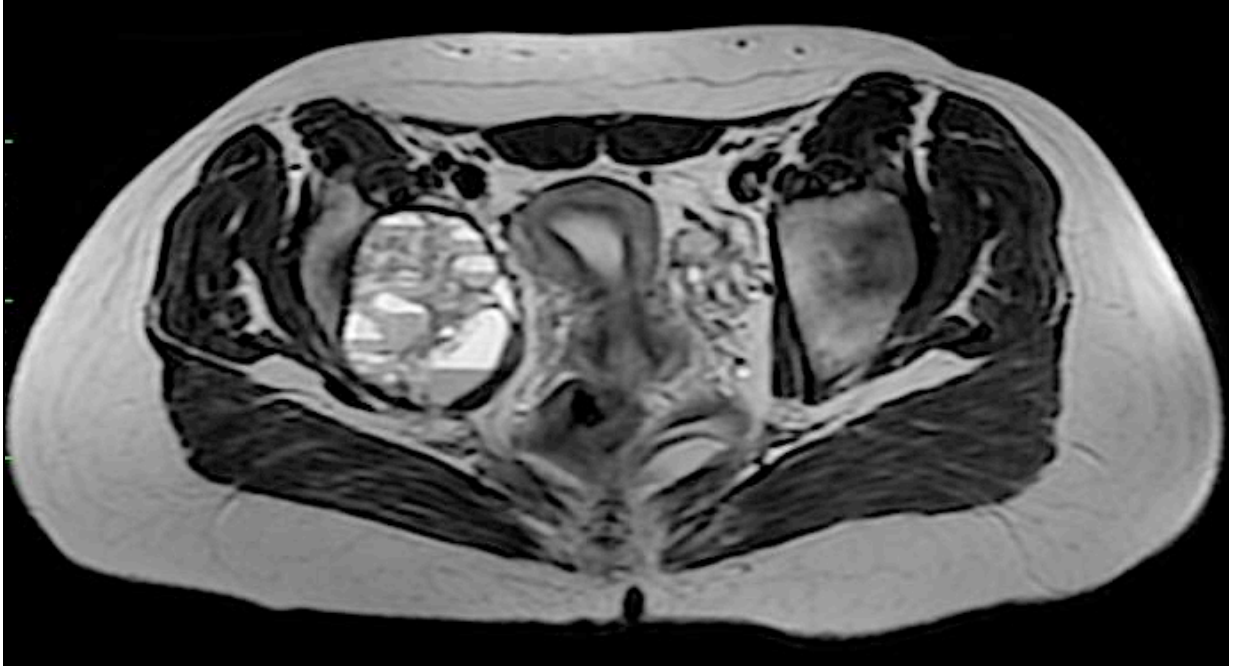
МРТ пациента с АКК (классический кистозный вариант), режим T2. Хорошо ограниченное образование правой седалищной кости. Видны множественные уровни жидкости (fluid levels).
